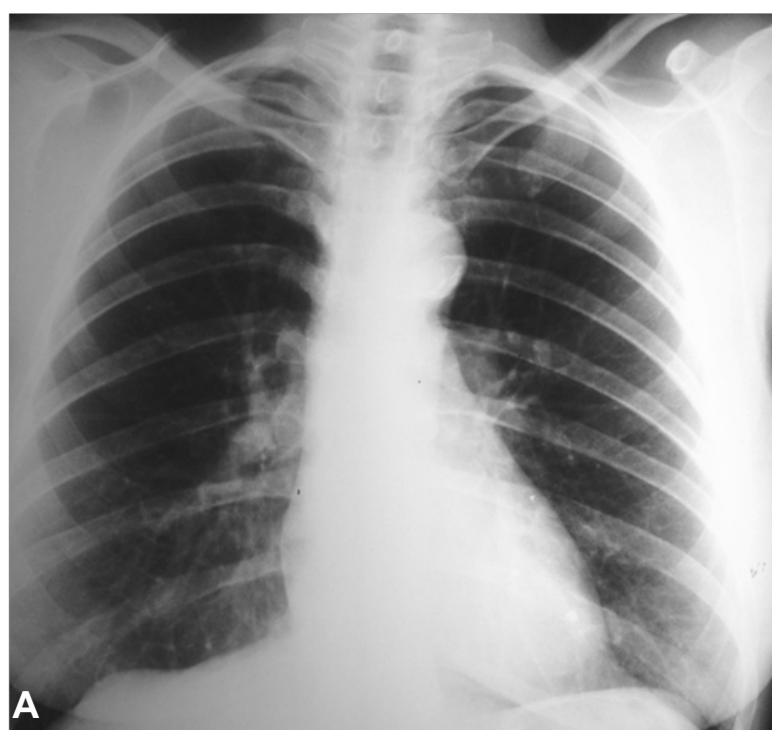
Paciente adulta em seguimento ambulatorial para cessação do tabagismo com achado radiológico de nódulo pulmonar de difícil visualização à radiografia de tórax (A). A tomografia evidenciou nódulo em base pulmonar esquerda com realce ao contraste (B). No intraoperatório confirmou tratar-se de sequestro intralobar. Nota-se a artéria cadaçada (C) e após a sua ligadura (D).
